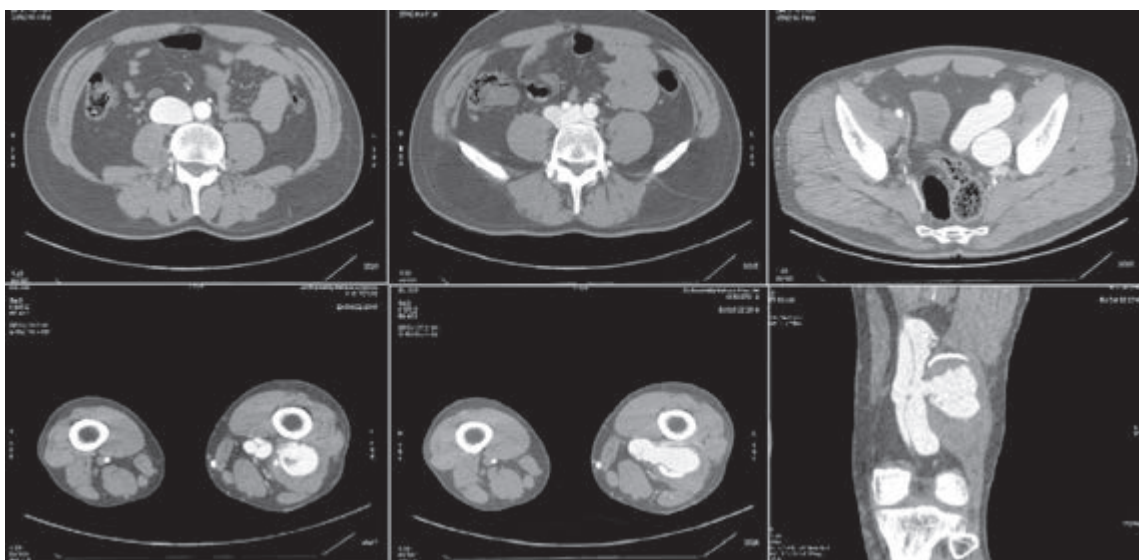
Компьютерно-томографическая ангиография нижних конечностей: аксиальные изображения и фронтальная реконструкция. Визуализируется артериовенозная фистула на уровне дистальной части левой бедренной артерии. Помимо того, определяется ложная аневризма в мягких тканях нижней трети левого бедра, сообщающаяся с бедренной артерией через бедренную вену
